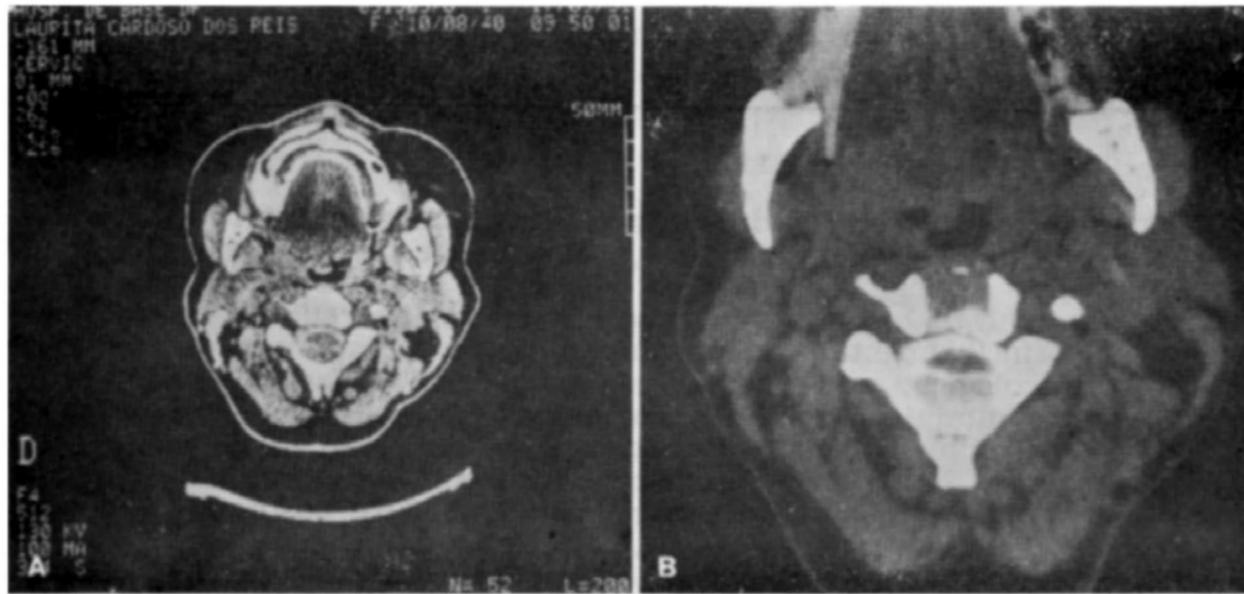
Caso LCR. (A) Mielografia com tomografia computadorizada da região cervical evidenciando herniação das amígdalas cerebelares até C2. (B) Detalhe da herniação.
